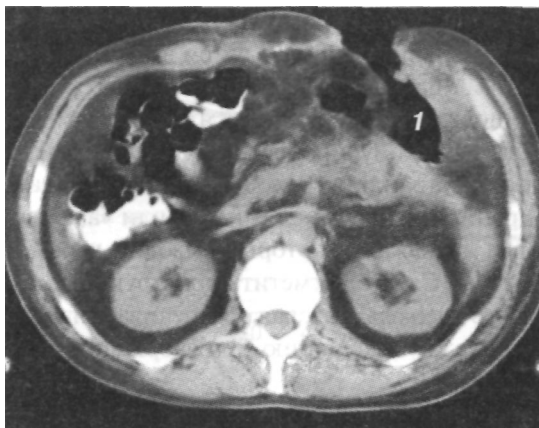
Компьютерная томограмма больного с распространенным панкреонекрозом и околободочной флегмоной слева на фоне панкреатооментобурсостомы (Л, сформированной в левой латеральной порции двухподреберного доступа
